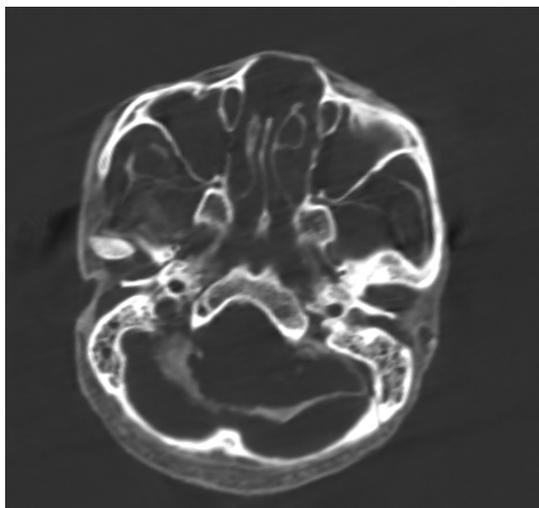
Imagen de TC en plano horizontal. Los canales nasolacrimales son típicos.
